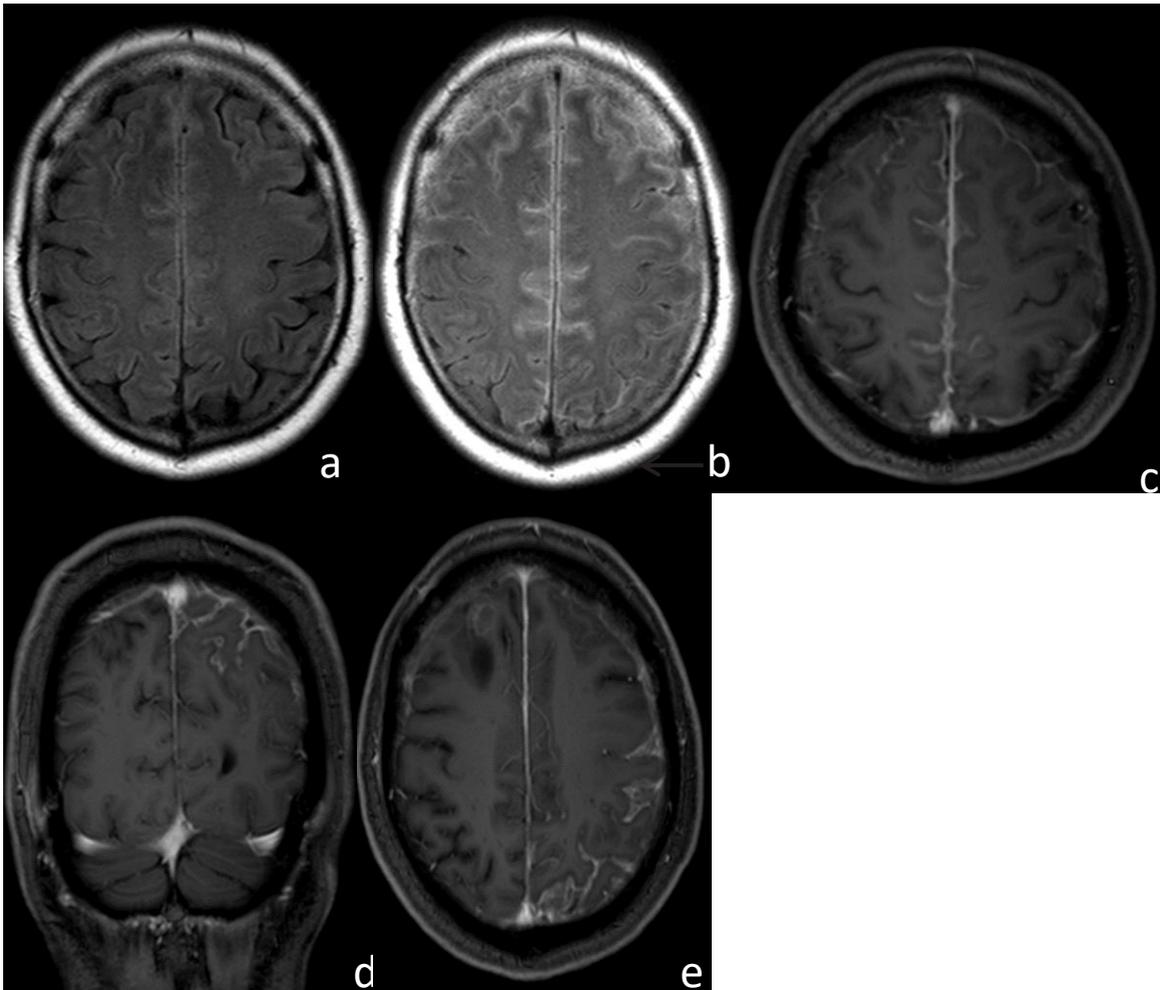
Evolución del realce leptomenígeo a lo largo del tiempo a) FLAIR: estudio normal b) FLAIR: corte axial un mes después del primer estudio: hiperintensidad leptomenígea frontal bilateral. c) T1 post-contraste: corte axial con reforzamiento leptomenígeo giro frontal superior bilateral y parasagital. d) y e) cortes coronal y axial respectivamente en exacerbación de vasculitis 3 años después, se observa realce leptomenígeo perirolandico izquierdo y en menor grado frontal derecho.
